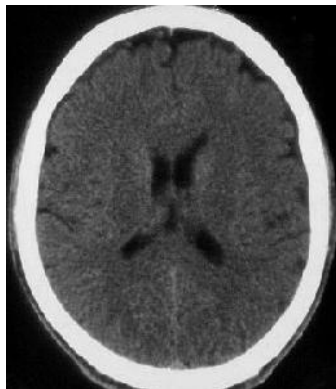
TDM cérébrale en coupe axiale post traumatisme immédiat
